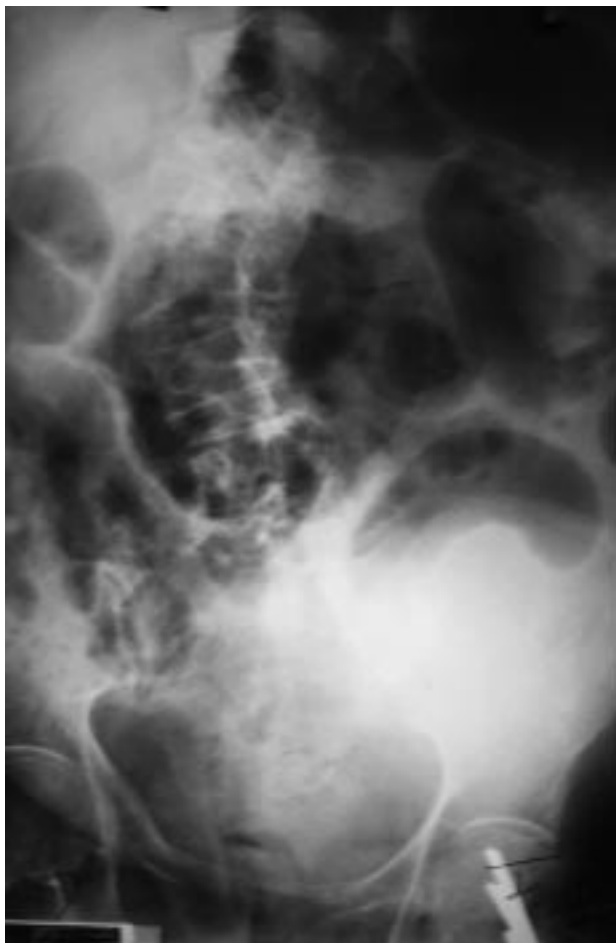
Radiografía de abdomen que evidencia efecto masa localizado en la fosa ilíaca izquierda (caso 1).
